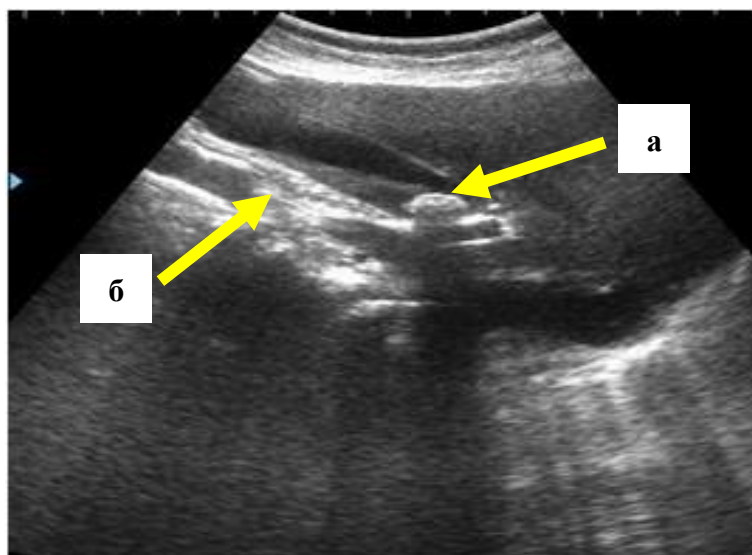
УЗИ. ОКХ на фоне неспецифического реактивного гепатита. Деструктивные изменения стенки желчного пузыря. Визуализация 2-х контурности стенки
